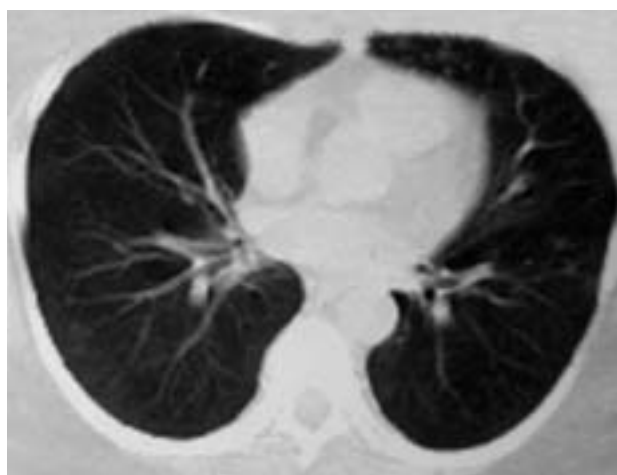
Фрагменты КТ легких после 3 мес лечения (январь 2005 г.).
